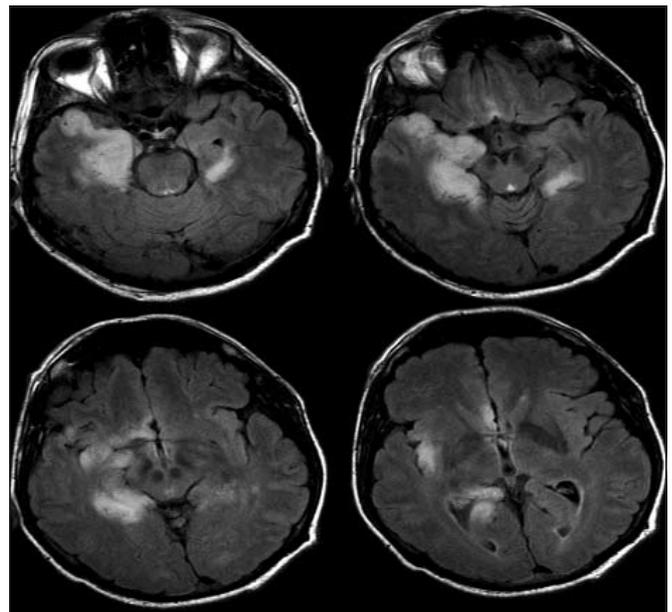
МРТ головного мозга больного энцефалитом, вызванным вирусом герпеса 1-го типа. Выявляется асимметричное поражение обеих височных долей, больше справа
